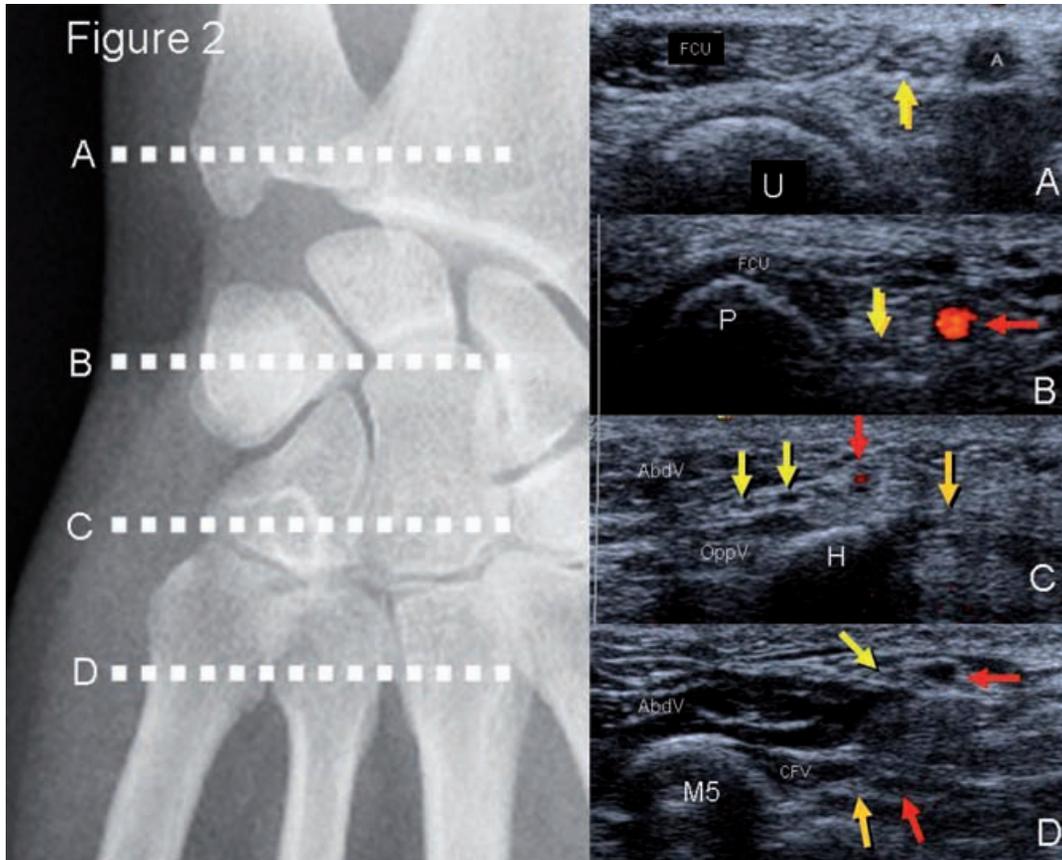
Anatomie échographique de la loge de Guyon.
